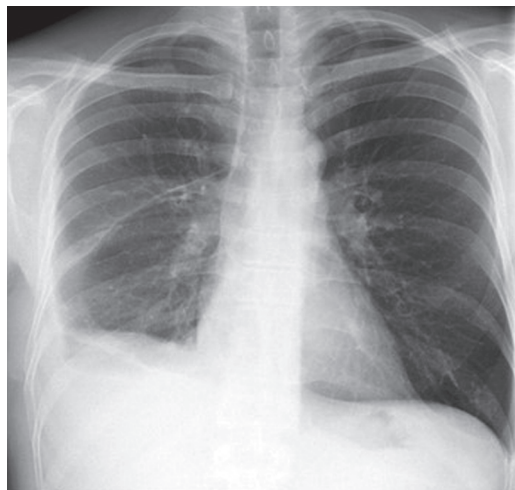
Chest X-ray on the 22nd day of hospitalization. Residual signs of segmental pneumonia and hydrothorax with pleural thickening in the right hemithorax
